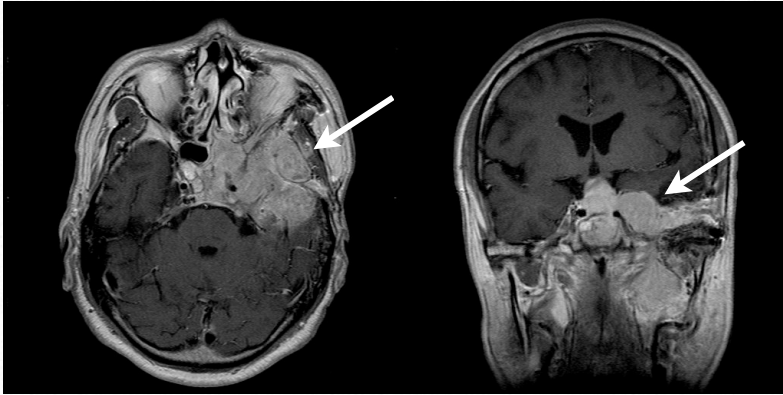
症例6・術前頭部MRI：腫瘍は左中頭蓋底に広く伸展していた。内側では左海綿静脈洞からトルコ鞍、鞍上部、蝶形骨洞へと伸展していた。頭部MRI T1WI Gdでは均一に造影されていた（→）。
